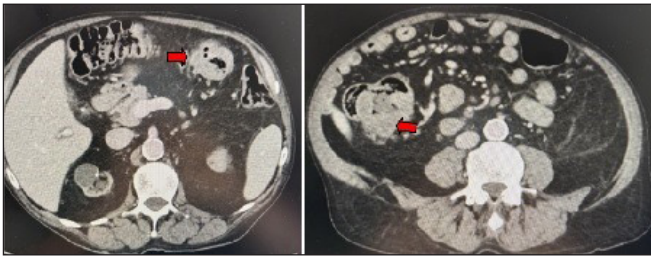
TC abdominopélvico: engrosamiento circunferencial en colon transverso y en válvula ileocecal sugestivo de neoplasia.
